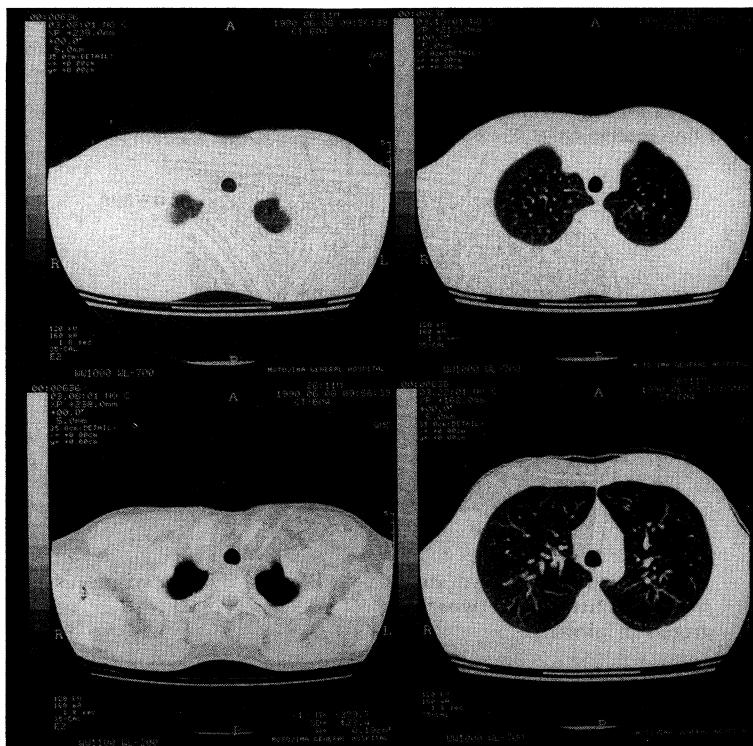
Chest CT film showing Vacuum Phenomenon in left shoulder joint
